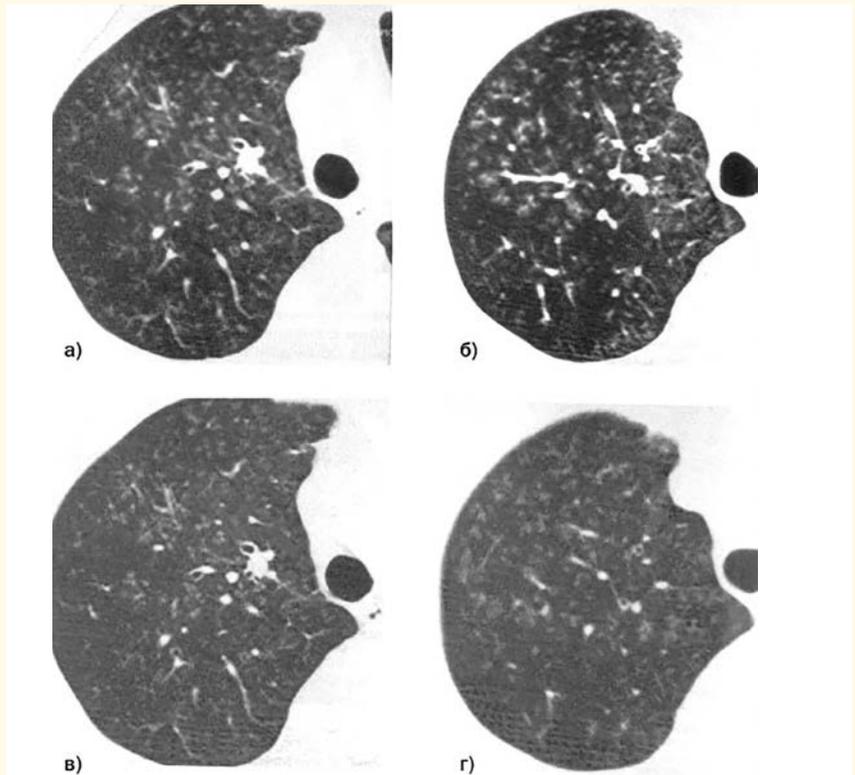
Бронхопневмония. Прицельная реконструкция, высокоразрешающая КТ. Томограммы на уровне дуги аорты: а, б – до лечения; в, г – после лечения. Множественные мелкие центрилобулярные очаги небольшой плотности, расположенные перибронхиально в верхней доле справа
